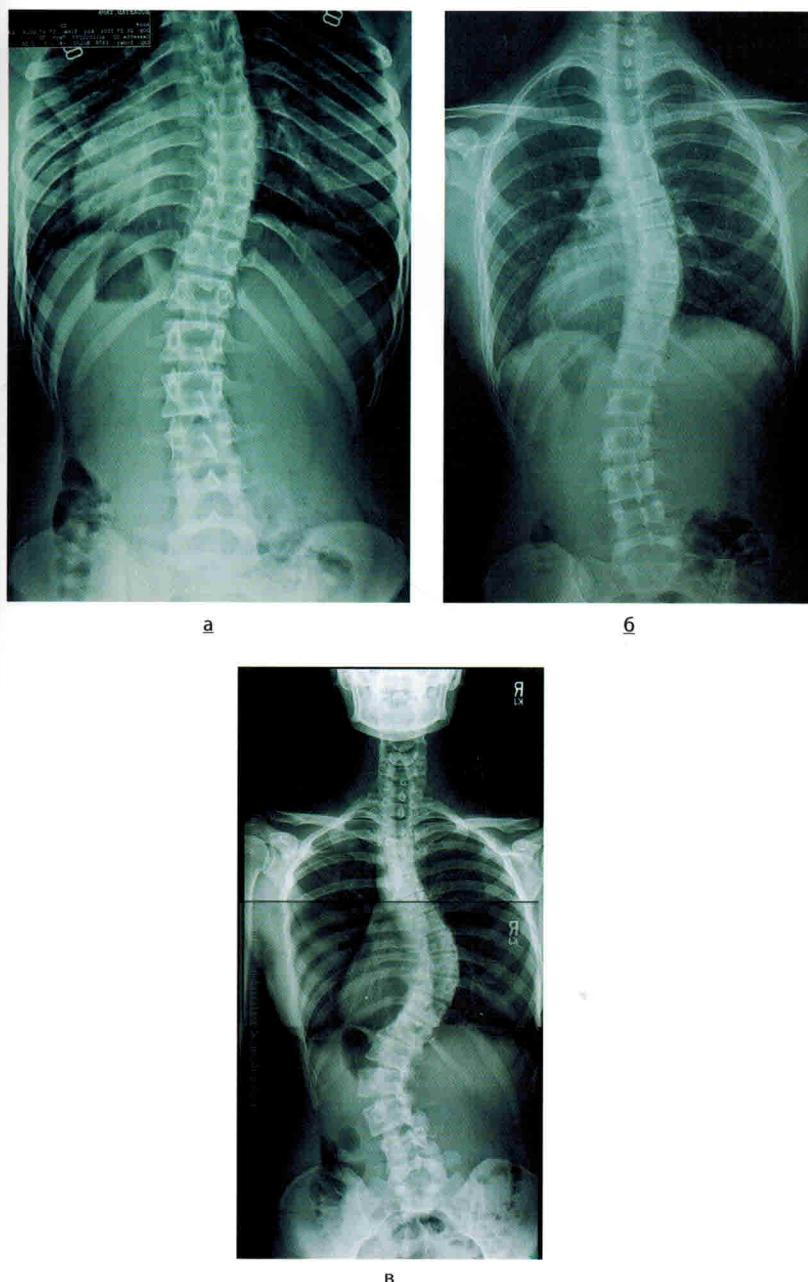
Рентгенограмма позвоночника, прямая проекция. S-образный комбинированный сколиоз
